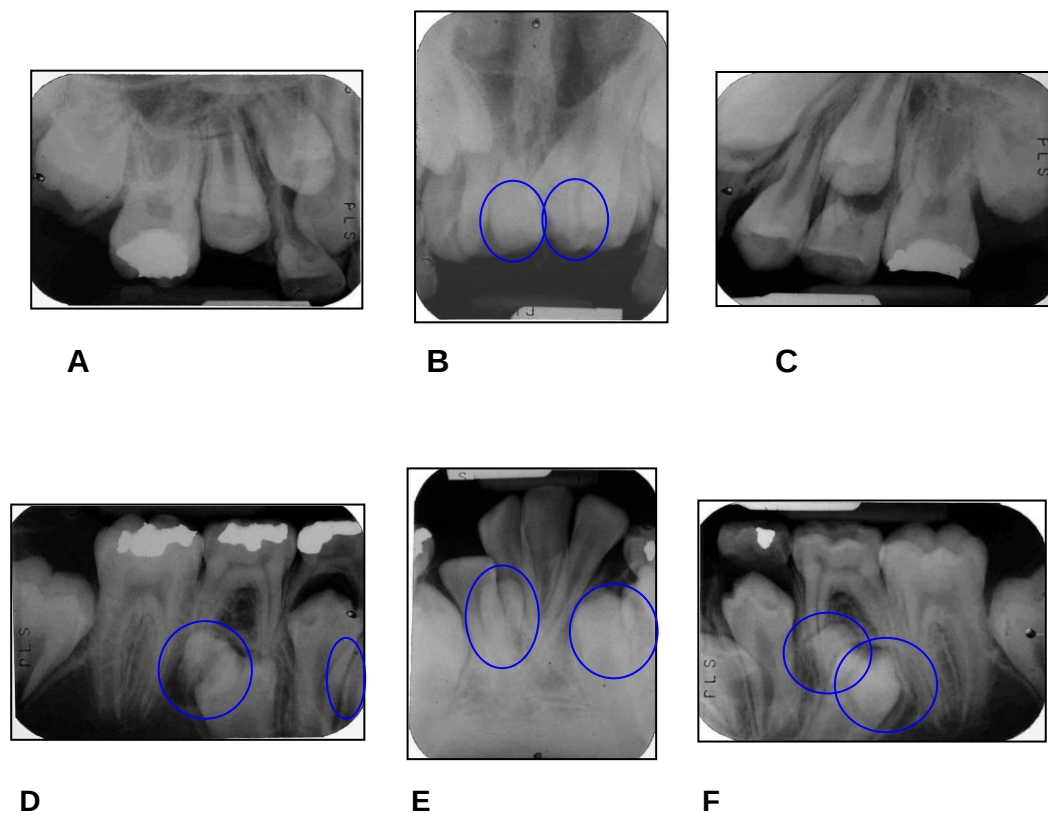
Paciente VP. Radiografías periapicales iniciales. (A) Zona posterior maxilar derecha. (B) Zona incisiva maxilar, se resalta la presencia de 2 supernumerarios. (C) Zona posterior maxilar izquierda. (D) Zona posterior mandibular derecha, se resalta la presencia de 2 supernumerarios. (E) Zona incisiva mandibular, se resalta la presencia de 2 supernumerarios. (F) Zona posterior mandibular izquierda, se resalta la presencia de 2 supernumerarios.
